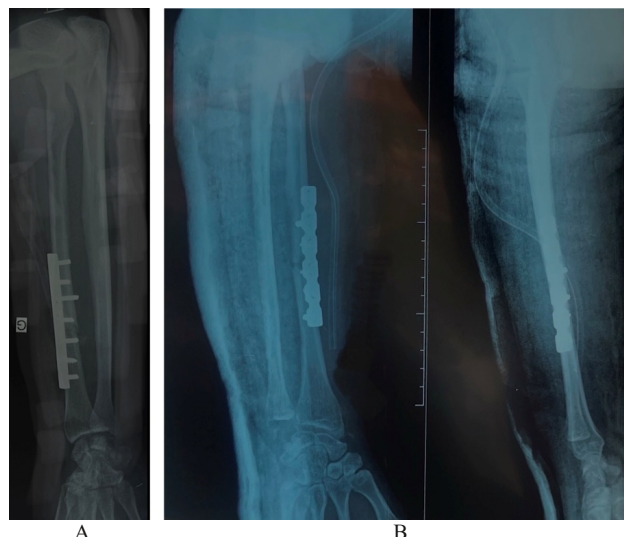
Radiographies standards en post-opératoire montrant la fracture de Galeazzi réduite. A: à gauche - B: à droite
